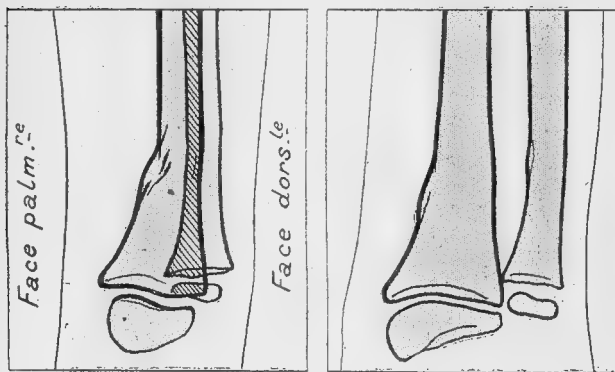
Radiographie de face : Soufflure du radius et du cubitus surtout marquée sur le bord externe des os. Radiographie de profil : inflexion en avant du fragment épiphysaire [variété exceptionnelle] (Mouchet).
